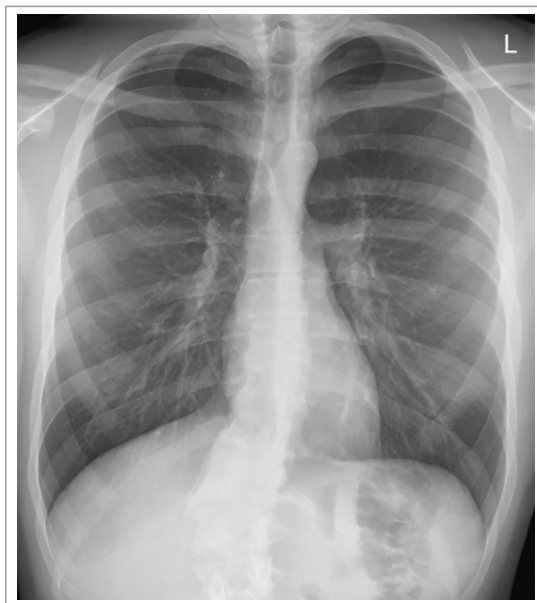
Radiografía de tórax PA. Se observa un neumotórax apical. Obtenido de CC BY-SA 3.0.
